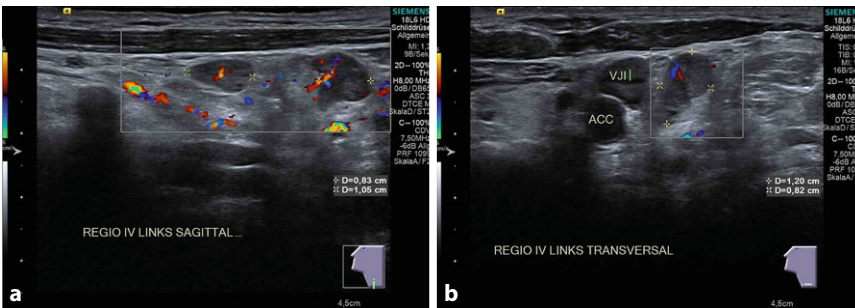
▲ Halsweichteilsonographie eines 75-jährigen Patienten mit 2 inhomogenen Lymphknoten, der größere mit einer Metrik von 1,20 × 0,82 × 0,83 cm links in Region IV, jeweils sagittal (a) und transversal (b). Mitabgebildet ansonsten unauffällige Halsweichteile
